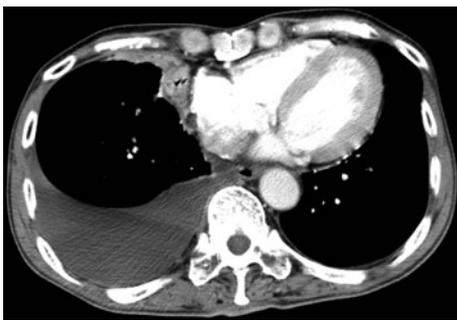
Chest computed tomography on admission showed organized opacities on the right lung fields, pleural effusion on the right side, and a small amount of pleural effusion on the left side.
